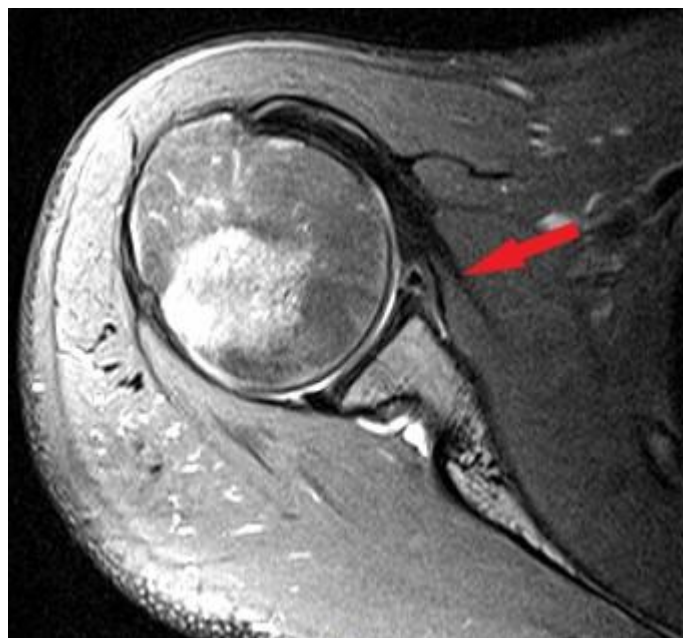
Коронарный скан МРТ плечевого сустава, демонстрирующий отрыв передней части фиброзно-хрящевой губы (стрелка)
